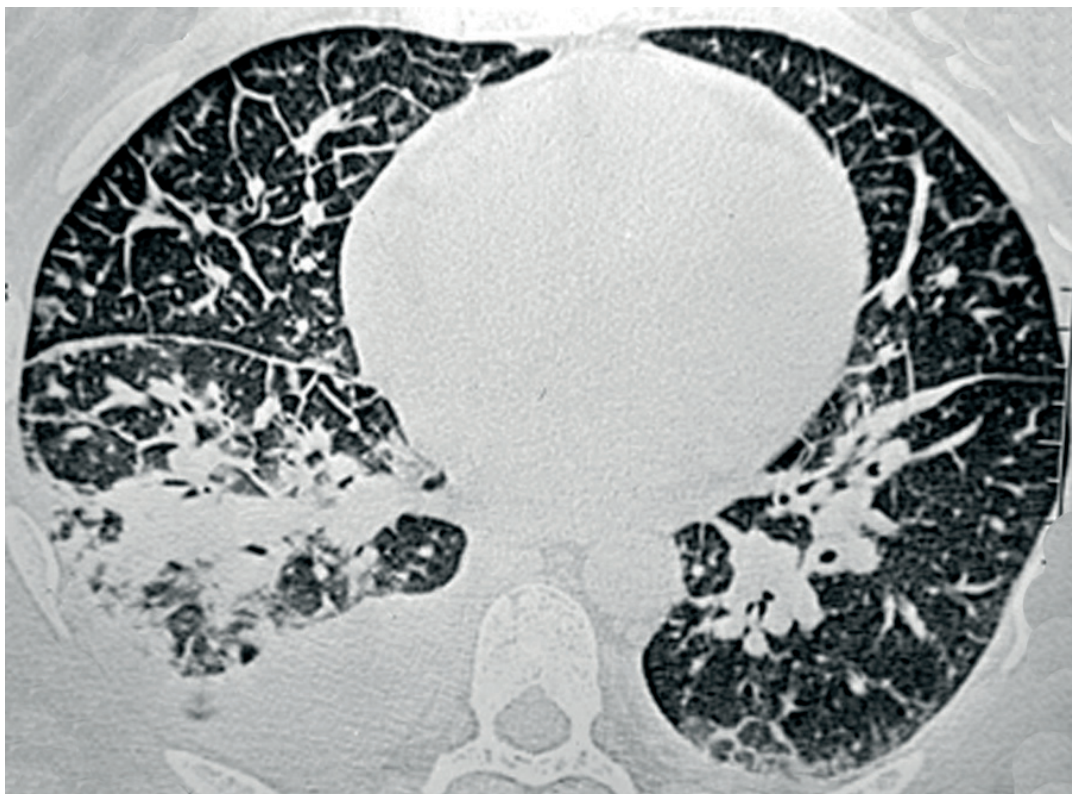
Imagem de TC axial obtida ao nível dos lobos inferiores, mostrando espessamento de septos interlobulares, consolidação no pulmão direito e derrame pleural bilateral.
